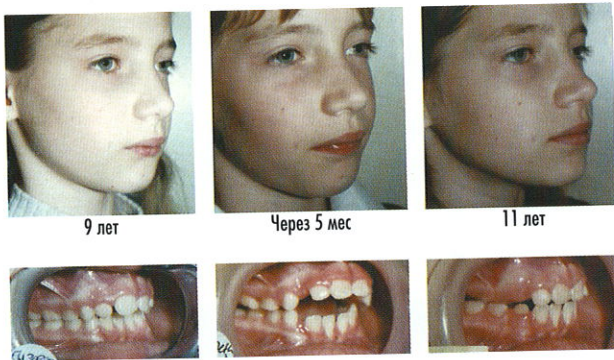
Удаление молочных зубов. 11 лет, после удаления молочных зубов. Изначально была произведена коррекция индикаторных линий, а затем интрузия резцов и первых постоянных моляров
